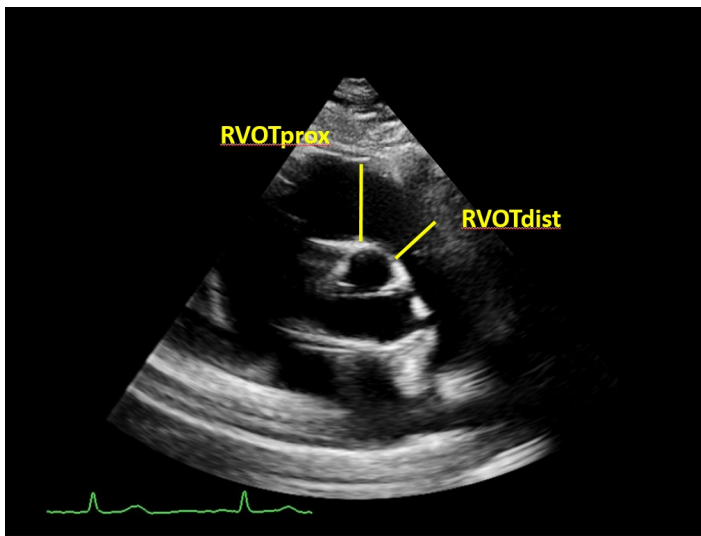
Messung in der parasternalen kurzen Achse auf Aortenklappenhöhe. Enddiastolische Messung des Durchmessers des proximalen rechtsventrikulären Ausflusstraktes (RVOTprox) und des distalen rechtsventrikulären Ausflusstraktes (RVOTdist).
